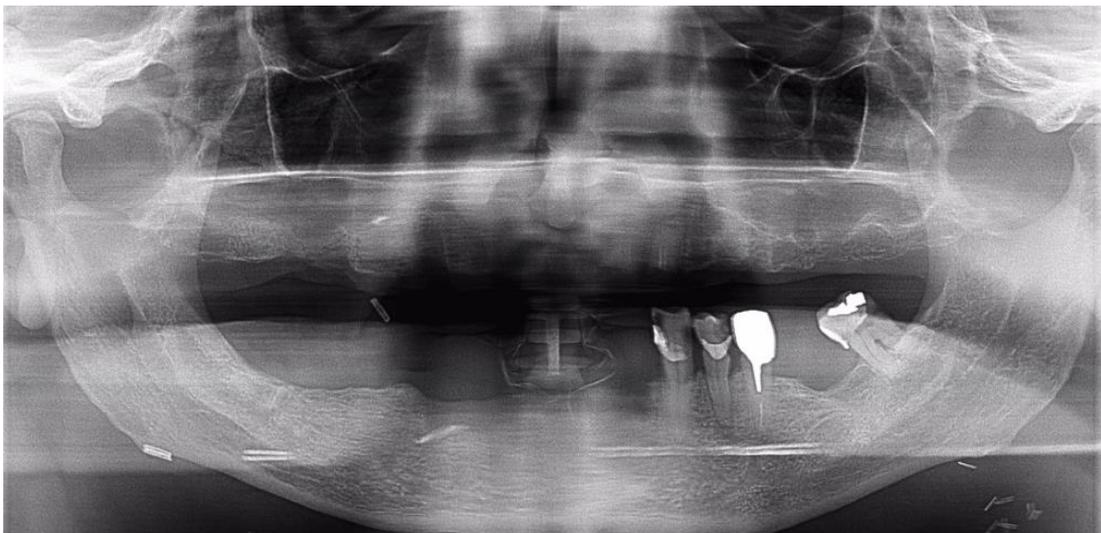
Orthopantomogramme du patient Y (Dr. Destruhaut)
